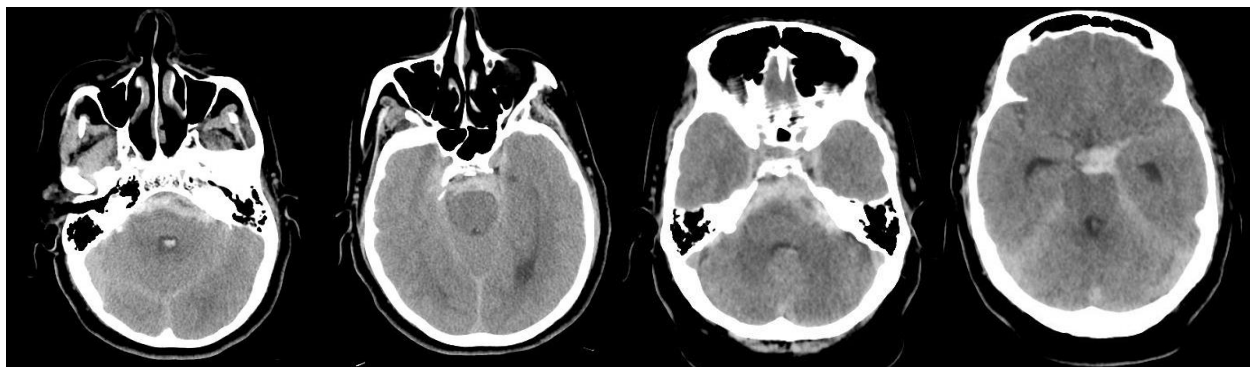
Tomografía computarizada cerebral sin contraste inicial muestra una hemorragia subaracnoidea (HSA Fisher III)
